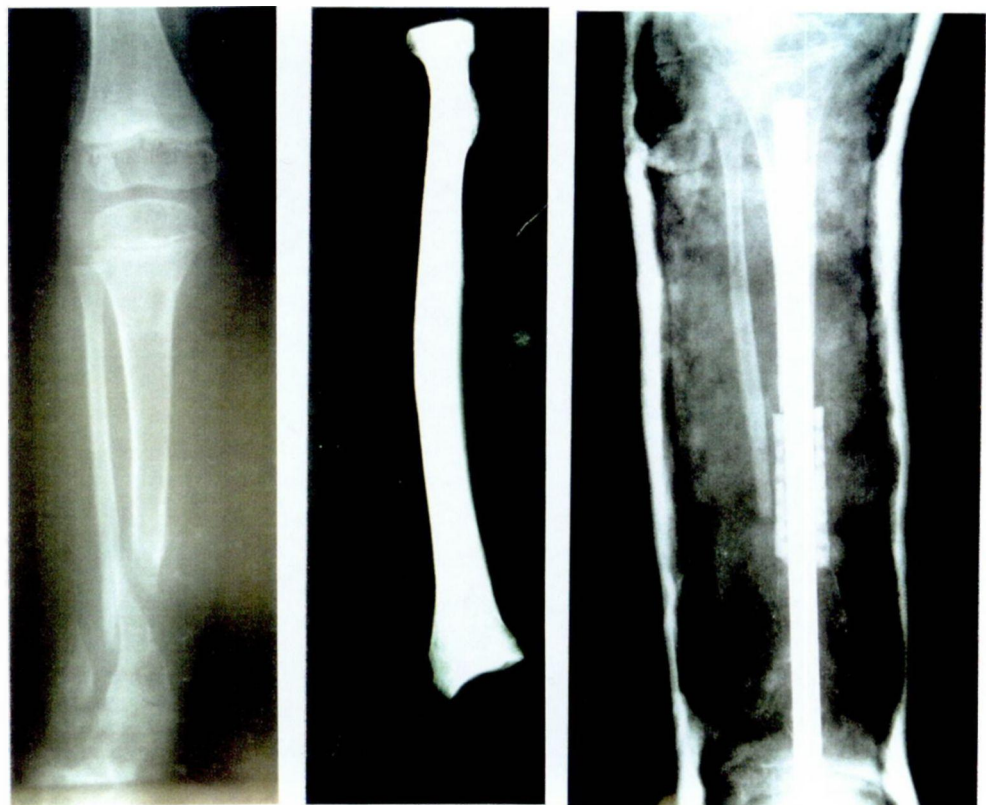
A.- Pseudoartrosi congènita de tíbia dreta. B.- Radiografia del radi utilitzat. C.- Control radiològic postoperatori immediat amb l'al.loempelt interposat i sintetitzat amb clau endomedul.lar.
